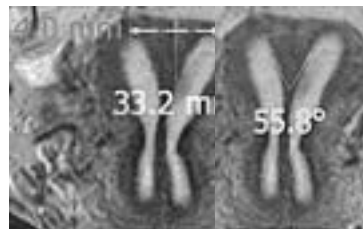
La categorización por resonancia magnética del Caso clínico # 4 es “útero septado con septo utero-cervico-vaginal”.
